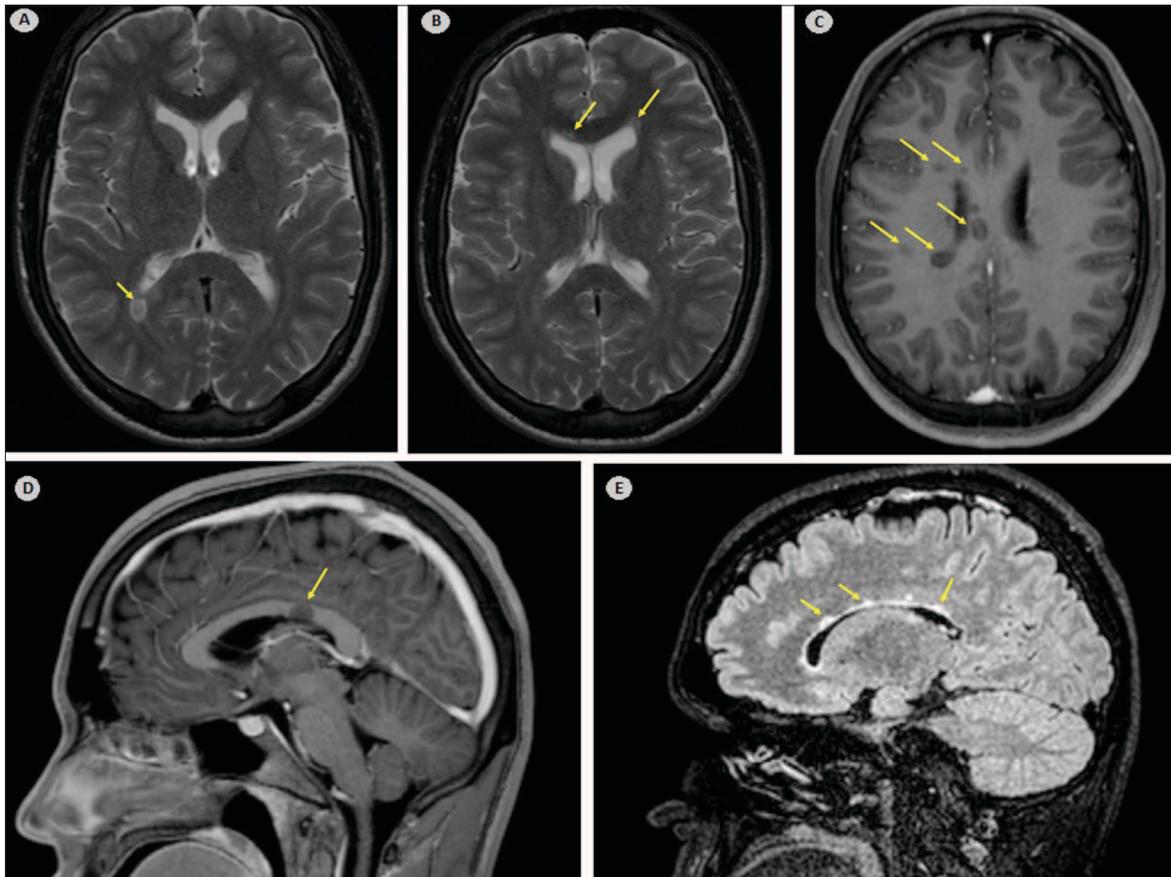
Achados da RM cerebral do caso 2.
